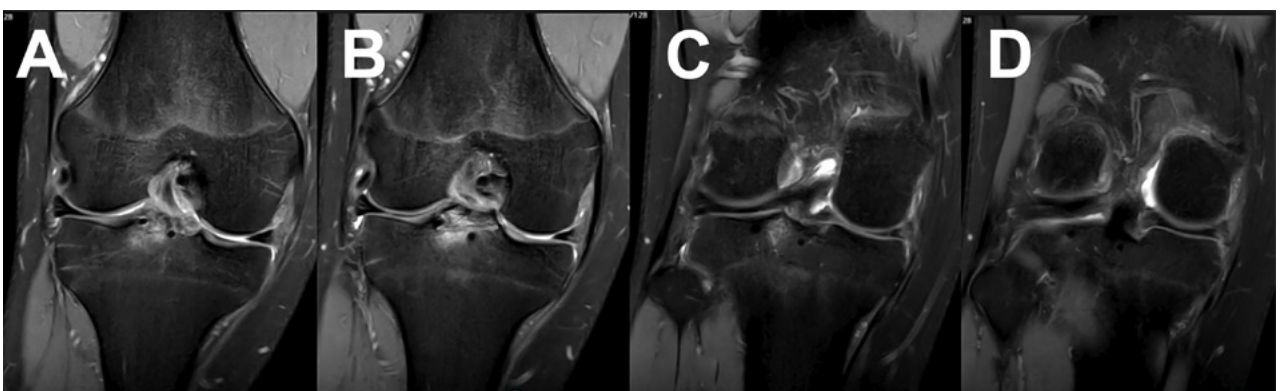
Resonancia de control. Cortes coronales, reducción anatómica y consolidación de la fractura de espina tibial. Menisco interno normoposicionado y de buena señal.
